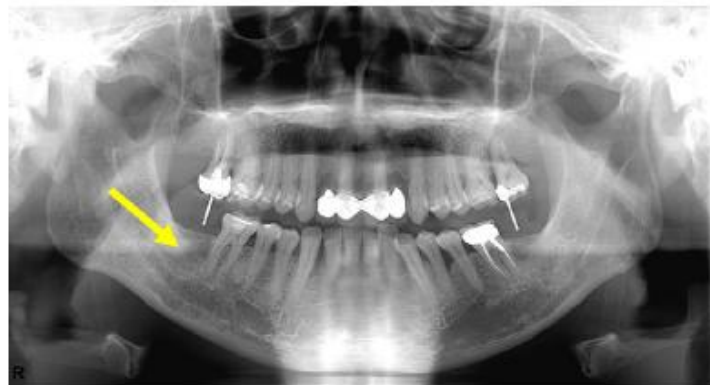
A seta indica densidade óssea no alvéolo pós-extração do dente 47 antes da colocação do implante na radiografia panorâmica. (Zhao et al. 2011)
